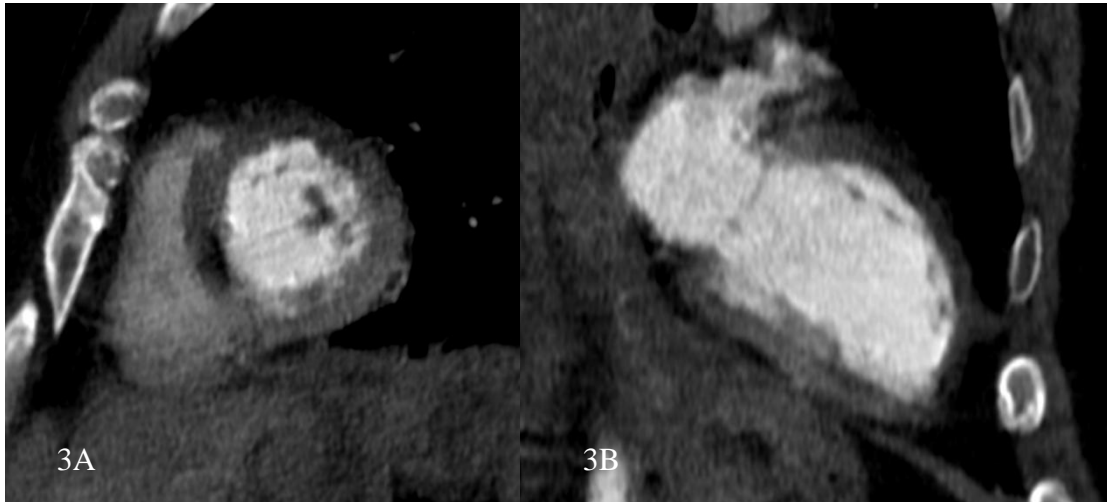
Imagen de TAC que muestra defecto de perfusión en cara anterior, septal y lateral en corte axial (3A) y cara anterior y región apical en corte sagital (3B)
